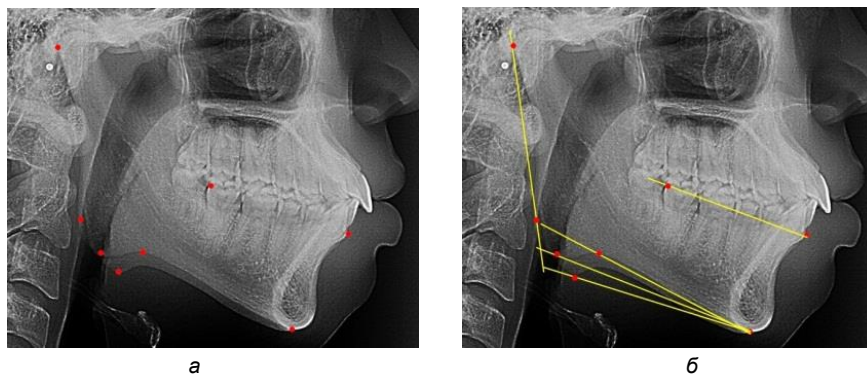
Боковая телерентгенограмма с нанесенными точечными ориентирами (а) и линиями (б) для определения угловых параметров
